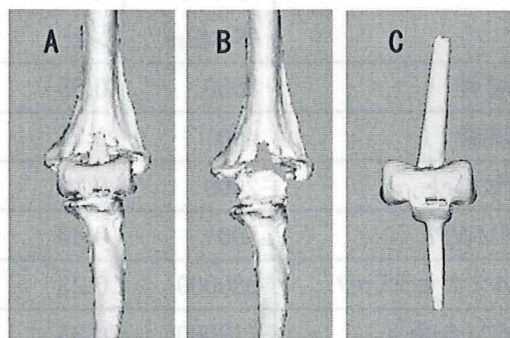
肘関節CT撮影より上腕骨・TEAコンポーネントのモデル (A)、上腕骨単独モデル (B)、TEA単独モデル (C) を作成
